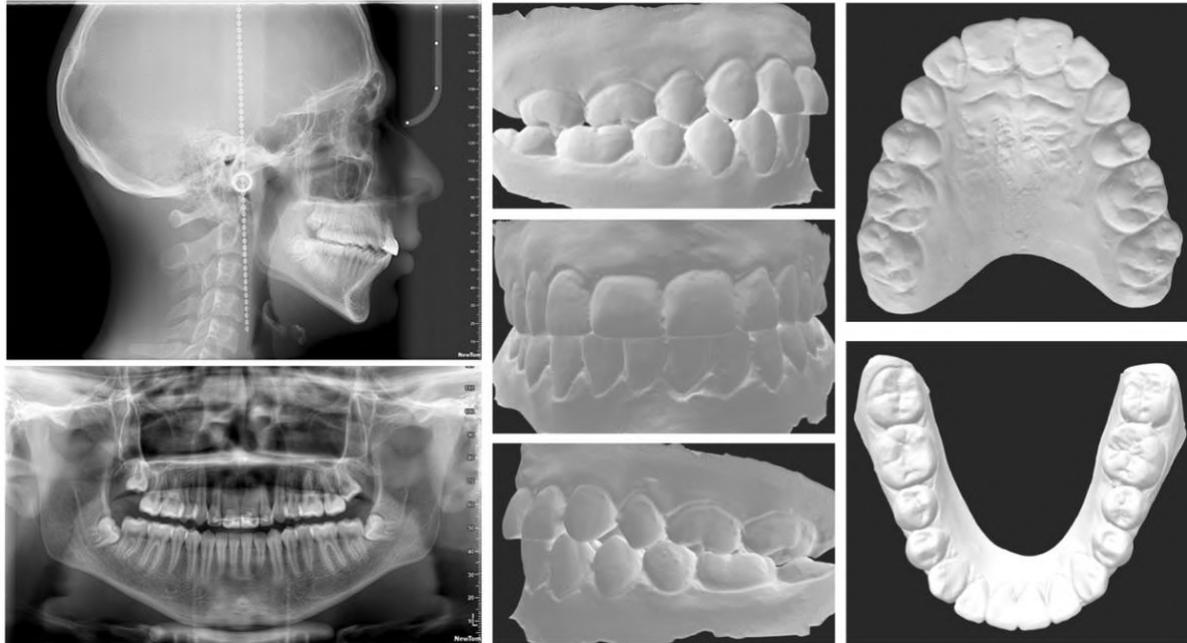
Cefalograma, ortopantomografía, y modelos digitales finales.
